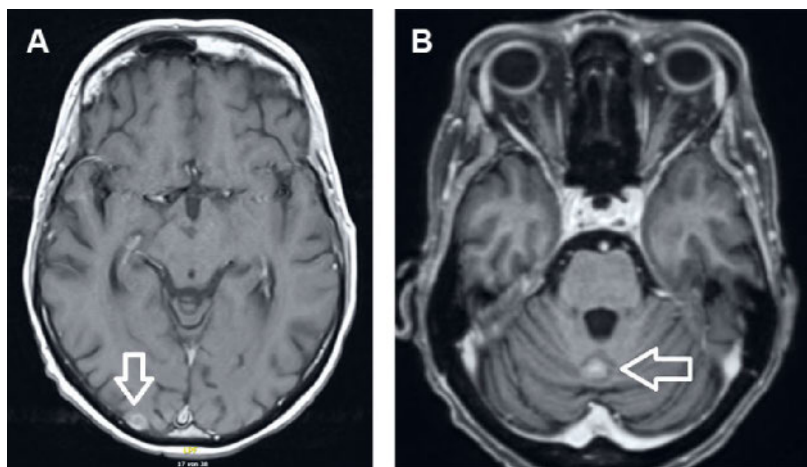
IRM cérébrale (t1 post-produit de contraste), coupes axiales: exemples de petites métastases dans la région occipitale droite (A) et dans le vermis cérébelleux (B).
